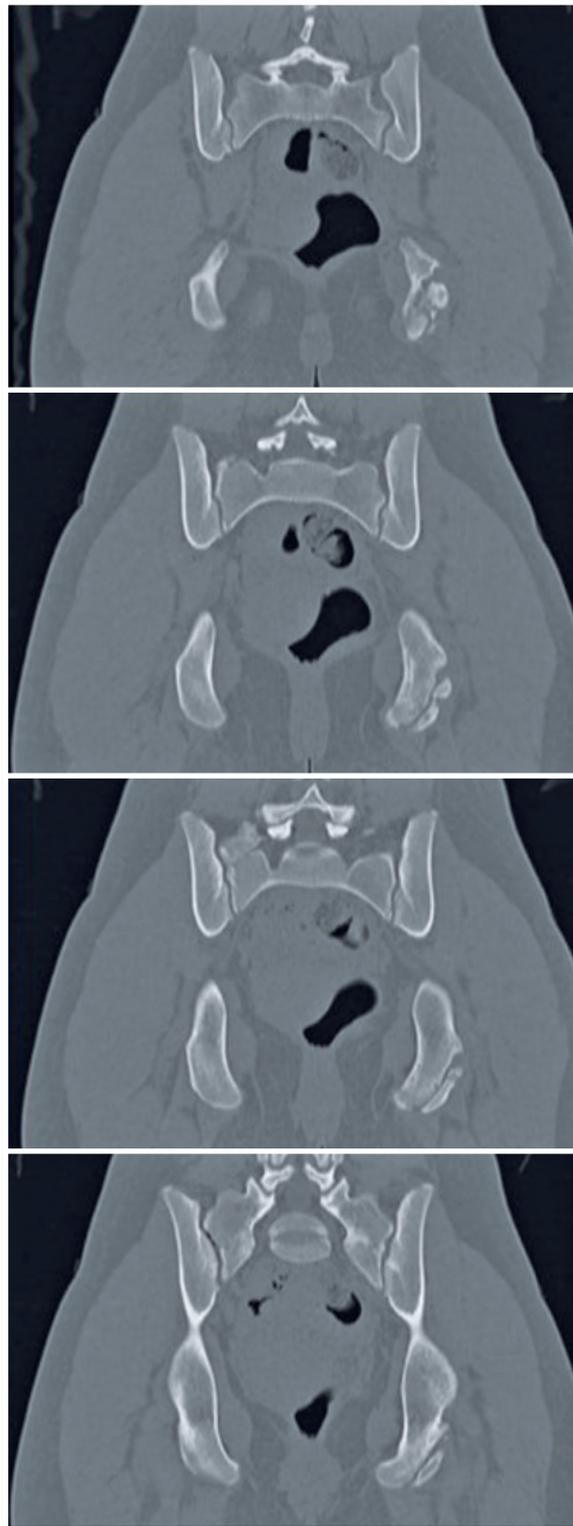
Corte coronal de tomografia computadorizada, evidenciando fratura avulsão desviada e cominuta proximalmente da tuberosidade isquiática a esquerda
